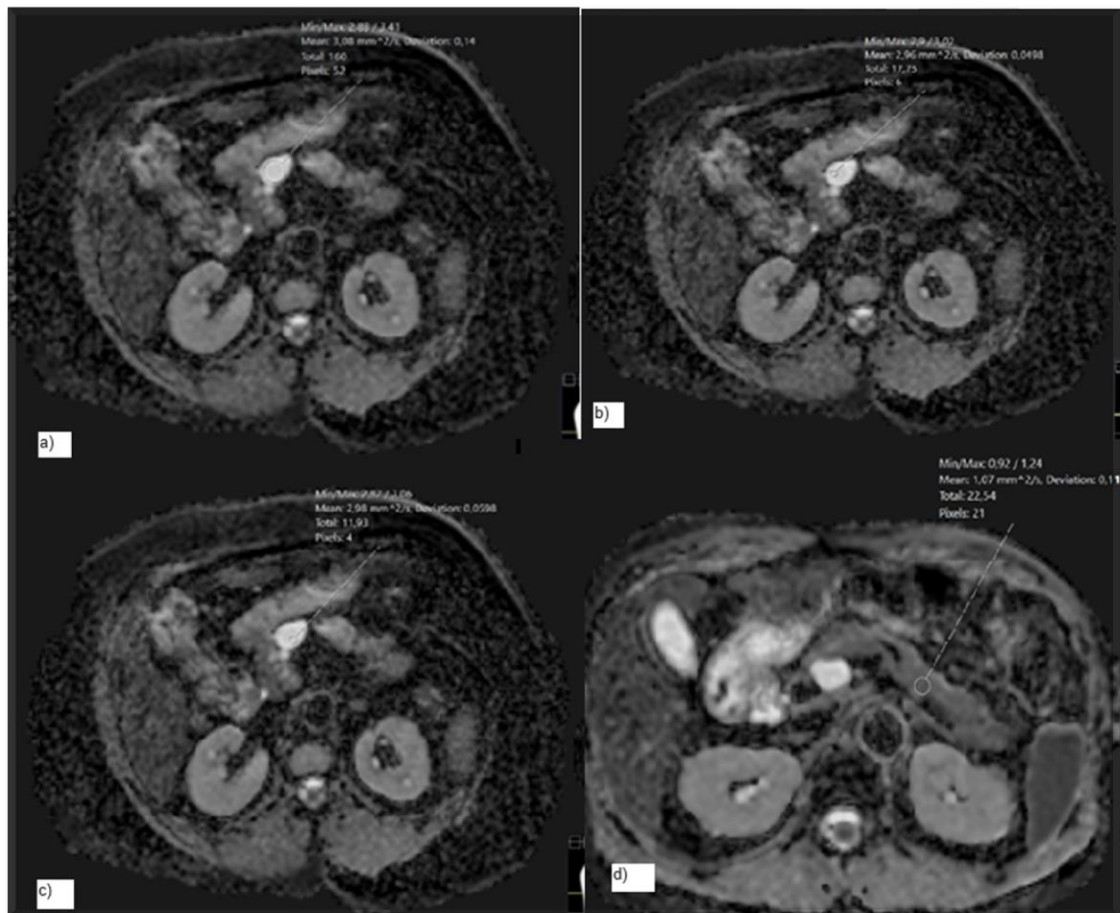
Imagens do mapa ADC na sequência DWI com a representação dos métodos de medição das métricas. a) ROI variável ajustado à lesão; b) ROI fixa 1 e c) ROI fixa 2; d) ROI no tecido saudável.
